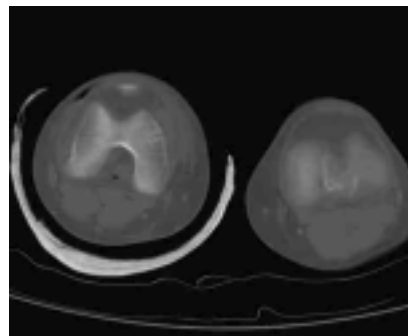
TAC. Continuidad del trazo de fractura hasta el espacio articular.
